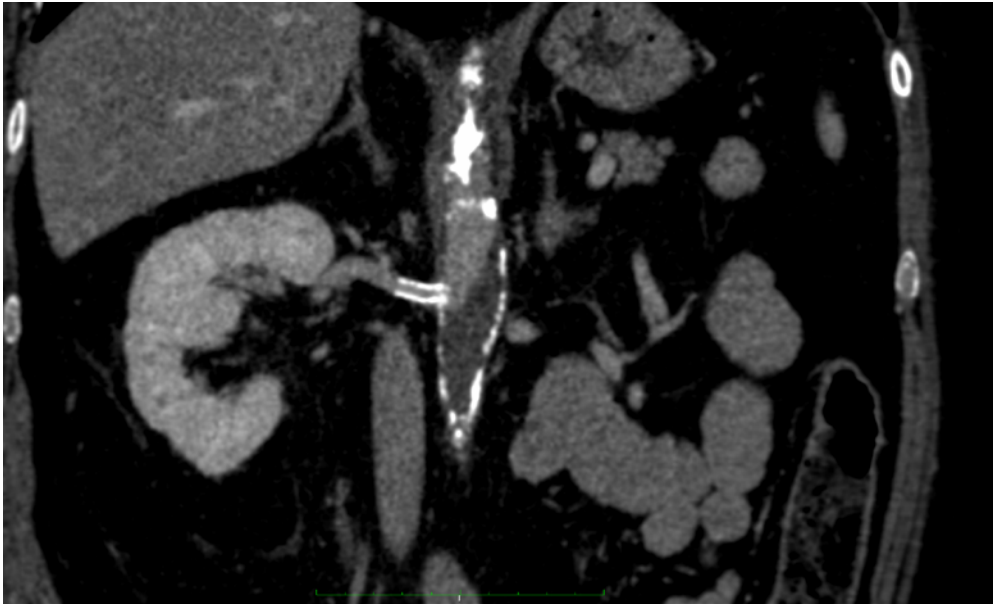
Reformatação coronal de corte axial da tomografia computadorizada do abdômen com contraste, evidenciando a aorta abdominal e a artéria renal direita com *stent*
